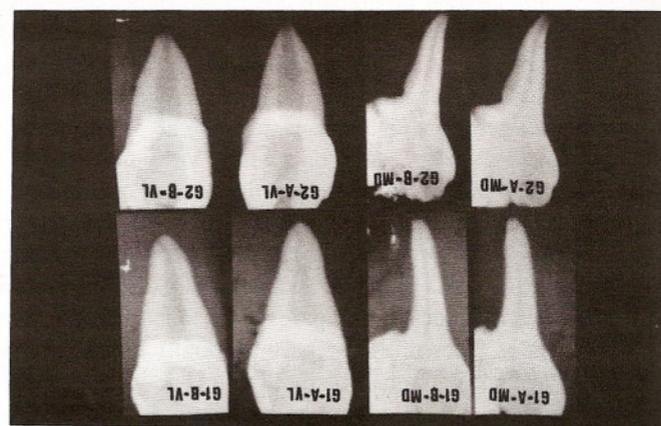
Radiografias das raízes distais dos molares inferiores antes e após instrumentação. A - Condutos radiculares das raízes distais antes do preparo, tanto na incidência méso-distal (MD) como vestibulo-língual (VL). B - Condutos radiculares das raízes distais após o preparo, tanto na incidência méso-distal (MD) como vestibulo-língual (VL). G1 - Representa as raízes distais que receberam a técnica de instrumentação rotatória proposta pelo fabricante. G2 - Representa as raízes distais que receberam a técnica de instrumentação combinada proposta pelos autores.
